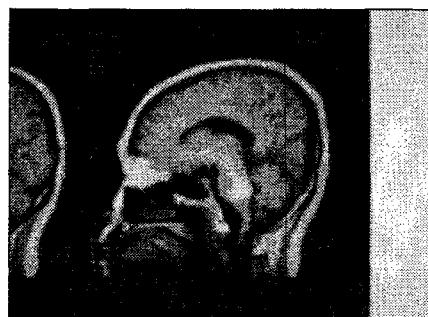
Sagittal T1-Weighted Brain MRI Shows High Signal in Tegmentum (TR 430.0ms ; TE 12.6ms)
